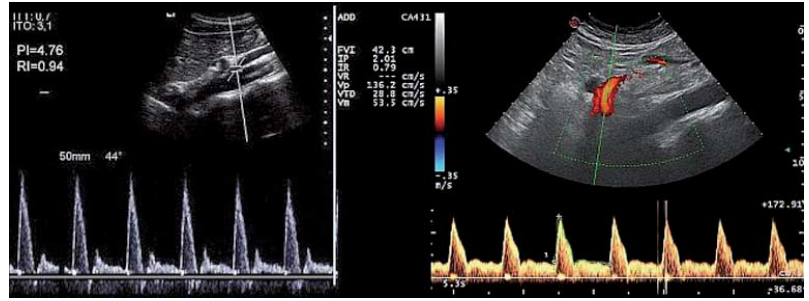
Doppler-Spektralanalyse der oberen Mesenterialarterie (SMA). Die Analyse des Doppler-Spektrums ermöglicht die Bestimmung der Strömungsgeschwindigkeiten sowie semiquantitativer Indizes, wie Impedanzindex (Widerstands- und Pulsatilitätsindizes). Der Widerstandsindex oder Pourcelot's Index) wird berechnet als: $RI = (\text{systolische Gipfelgeschwindigkeit} - \text{enddiastolische Geschwindigkeit}) / \text{systolische Gipfelgeschwindigkeit}$. Der Pulsatilitätsindex berücksichtigt die mittlere Flussgeschwindigkeit und ist deshalb von der Herzfrequenz abhängig: $PI = (\text{systolische Gipfelgeschwindigkeit} - \text{Minimum Geschwindigkeit}) / \text{mittlere Geschwindigkeit}$. Bei nüchternen Gesunden zeigt die SMA typischerweise einen erhöhten RI und PI aufgrund des hohen Downstream-Widerstands (A, $PI = 4,76$, $RI = 0,94$). Bei Patienten mit Pfortaderhochdruck sind die SMA und deren Äste erweitert und zeigen einen erniedrigten RI und PI (B, Indexwerte durch Pfeile markiert, $PI = 2,01$, $RI = 0,79$). Zu beachten ist das unterschiedliche Erscheinungsbild der Doppleranzeige in beiden Fällen: Bei gesunden Personen wird eine fast gänzlich fehlende diastolische Blutströmung beobachtet (A), während bei Zirrhose mit Pfortaderhochdruck ein gesteigerter diastolischer Durchfluss mit einer erhöhten enddiastolischen Geschwindigkeit gefunden wird (Feld B). Wie in Table 2 (online: www.thieme-connect.de/ejournals) angegeben, wird der RI und PI der Milz- und Nierenarterien in ähnlicher Weise aus der Doppler-Spektralanalyse dieser Arterien berechnet.
